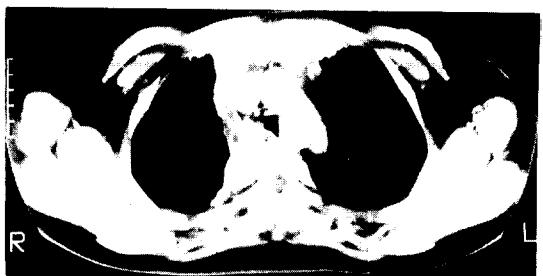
Chest CT(mid-trachea level)
